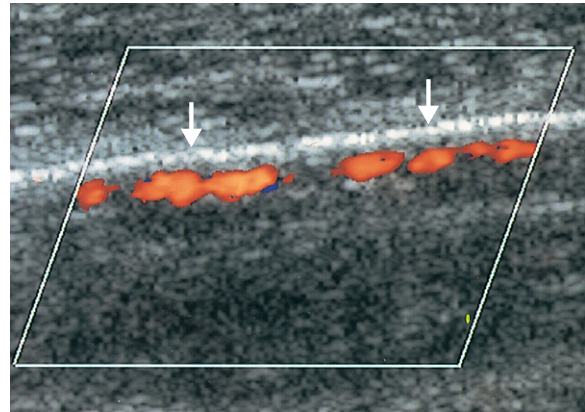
Farbdopplerbild der A. tibialis anterior eines diabetischen Patienten. Die starken Reflexionen (Pfeile) lassen eine deutliche Kalzifizierung der Gefäßwände erkennen. Zu beachten ist das perlenförmige Aussehen im Farbdopplerbild, das auf die Gefäßerkrankung und die verkalkungsbedingte Abschwächung zurückzuführen ist.
